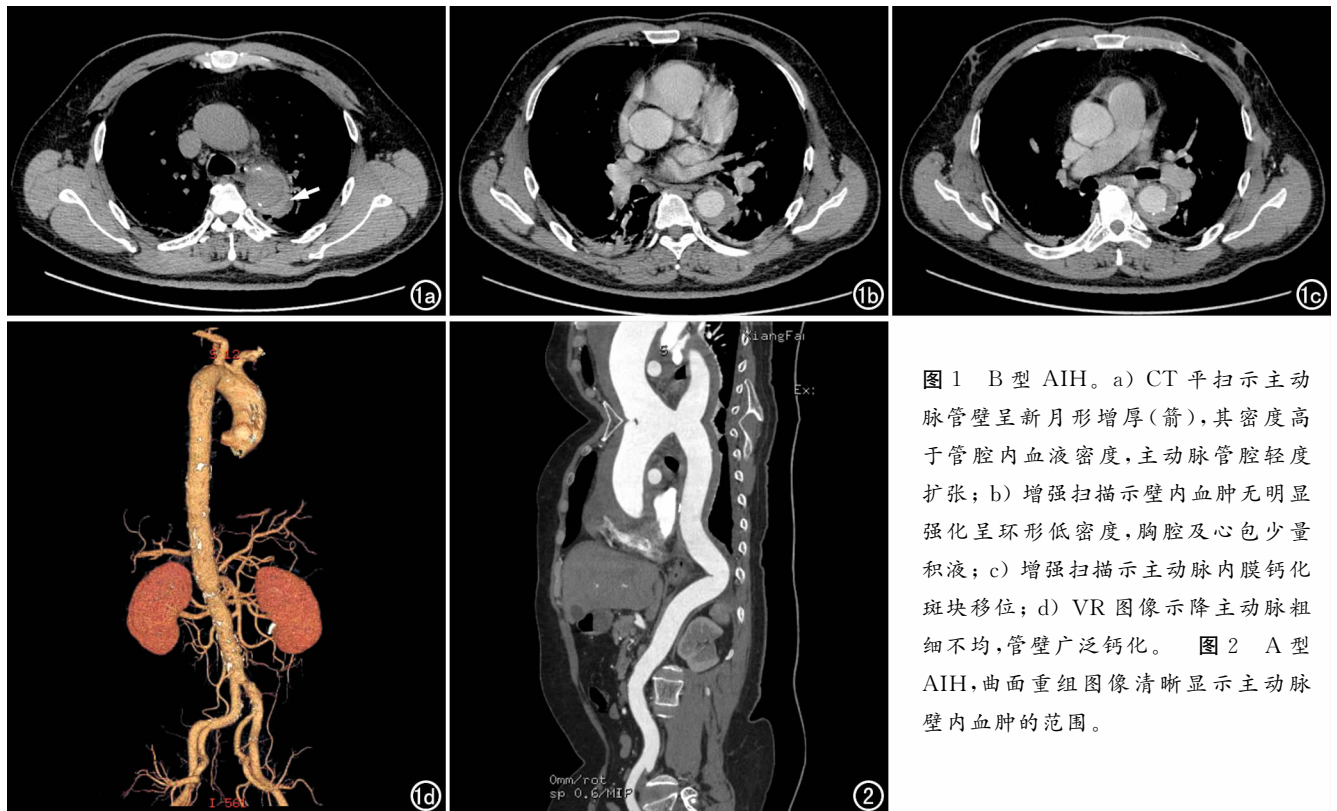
B 型 AIH。a) CT 平扫示主动脉管壁呈新月形增厚 (箭), 其密度高于管腔内血液密度, 主动脉管腔轻度扩张; b) 增强扫描示壁内血肿无明显强化呈环形低密度, 胸腔及心包少量积液; c) 增强扫描示主动脉内膜钙化斑块移位; d) VR 图像示降主动脉粗细不均, 管壁广泛钙化。图 2 A 型 AIH, 曲面重组图像清晰显示主动脉壁内血肿的范围。
